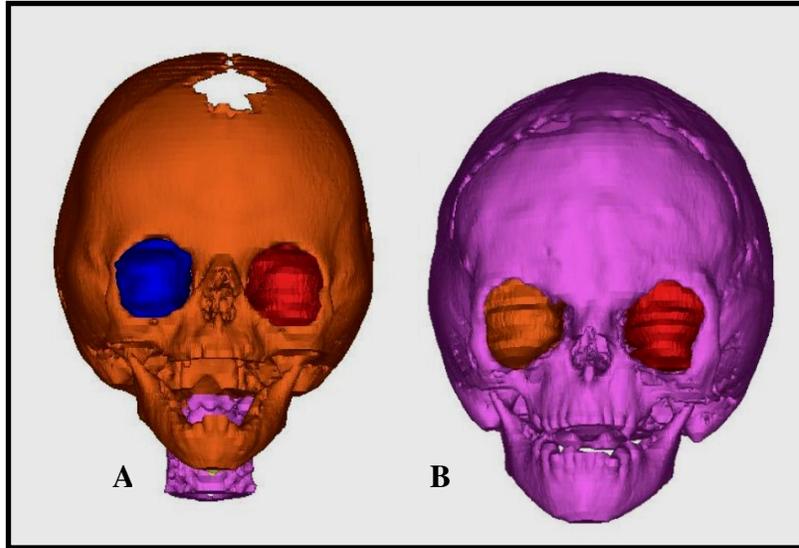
TAC 3D de paciente masculino con Síndrome de Apert en el que se realizo un avance monobloc con distracción. A) Imagen preoperatoria B) Imagen postoperatoria.
